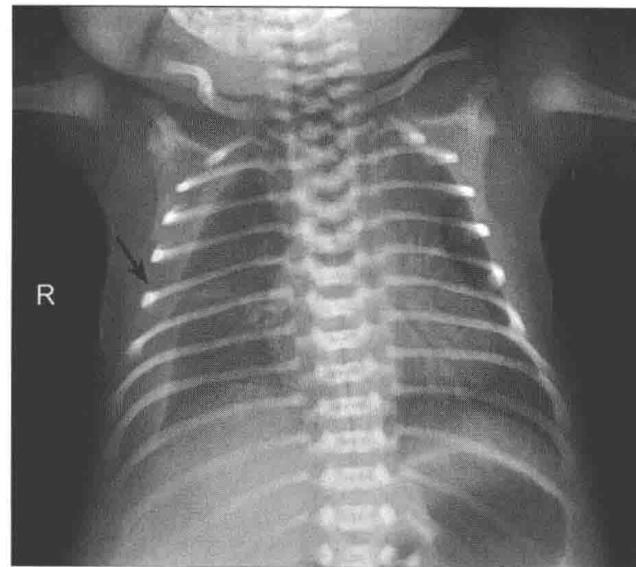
生后2小时胸部X线示肺透光度稍减低,肺野有斑片影及小结节影,右侧肺部上中叶之间可见叶间积液征
